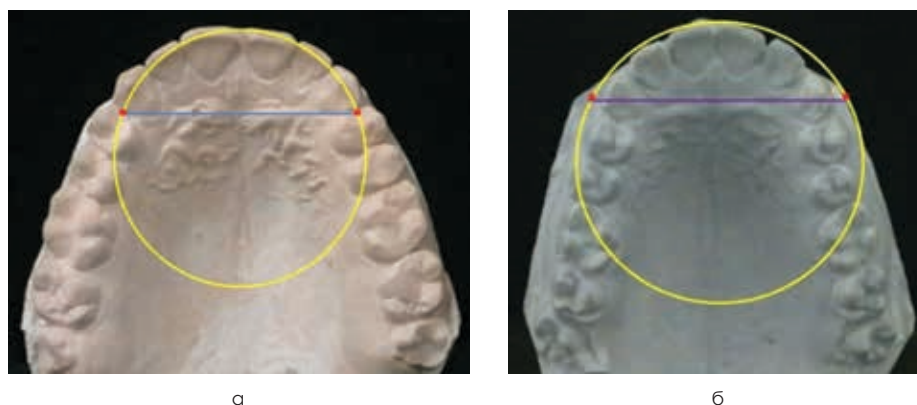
Несоответствие графического построения окружности форме зубной дуги ретрузионного типа (а) и протрузионного типа (б)
